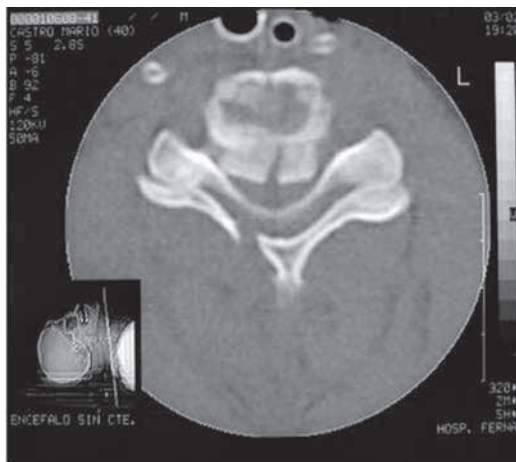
TC en trauma raquimedular: Fractura luxación C5C6, canal ocupado
